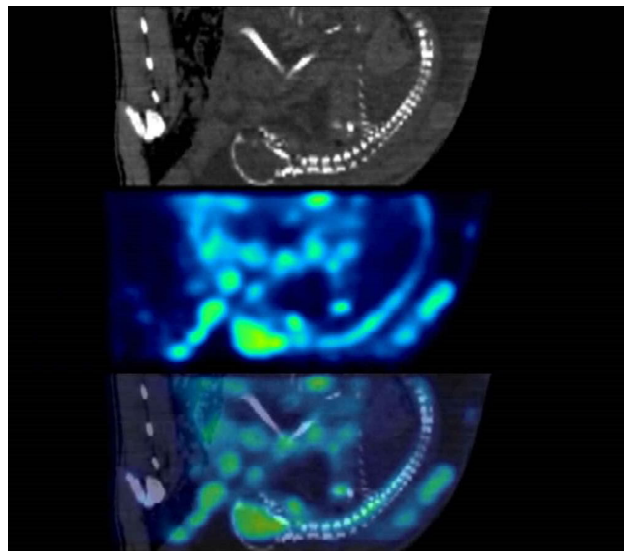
ПЕТ-КТ сканування плода вівці у сагітальній площині при нормальних умовах (згори), підсумоване ФДГ ПЕТ зображення (40-60 хв) у центрі, і зображення злиття ПЕТ-КТ (нижній ряд). Мозок, хребет, печінка і множинні плаценти легко ідентифікуються.
